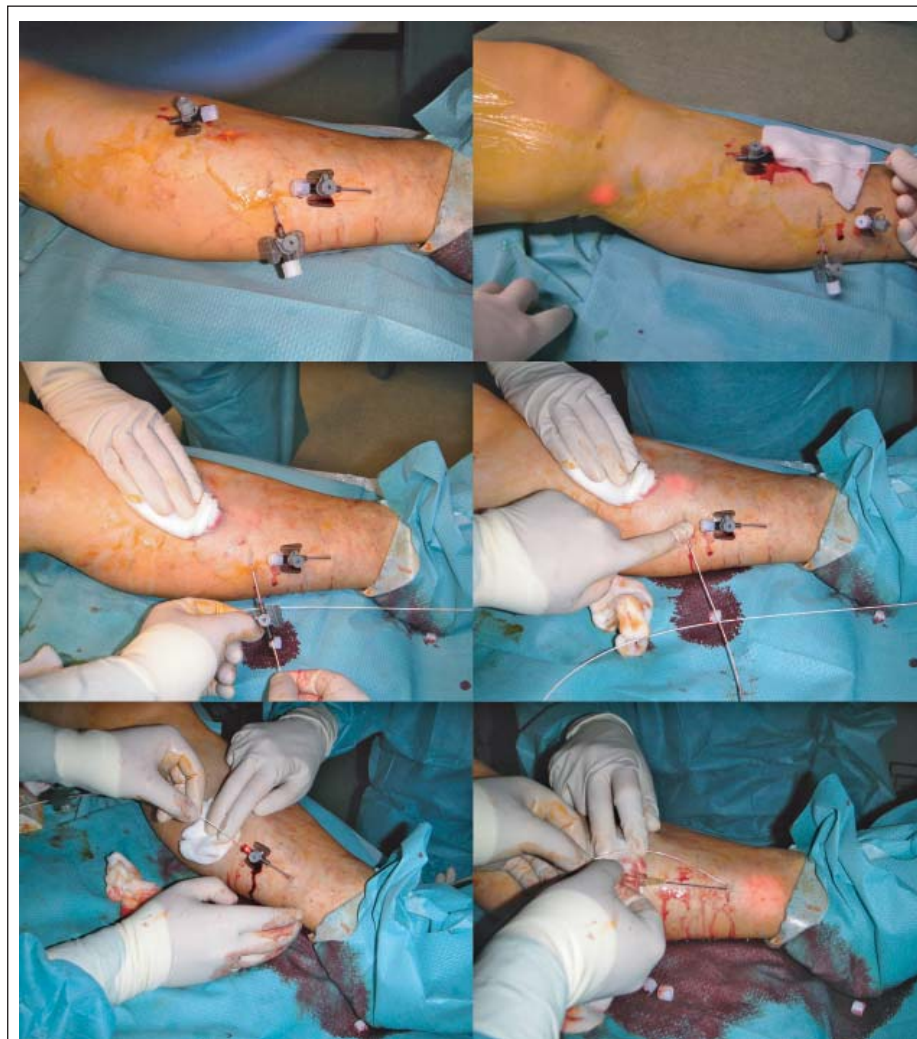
Prozedur. Oben links: Sonographisch platzierte 16 Kanülen (die linke in der Vena saphena magna, die rechten beiden in IPV); oben rechts: Vorschub der Katheterfaser in die Stammvene mit sichtbarem roten Positionslicht auf Kniehöhe; Mitte links: Laserablation der Stammvene beendet. Einführung der Faser in die IPV; Mitte rechts: Fixierung der Faser mit dem Finger, Kanüle entfernt; unten links: Behandlung der zweiten IPV; unten rechts: erneute Tumescenzanästhesie vor Laseraktivierung zur Kühlung. © C. Zerweck
